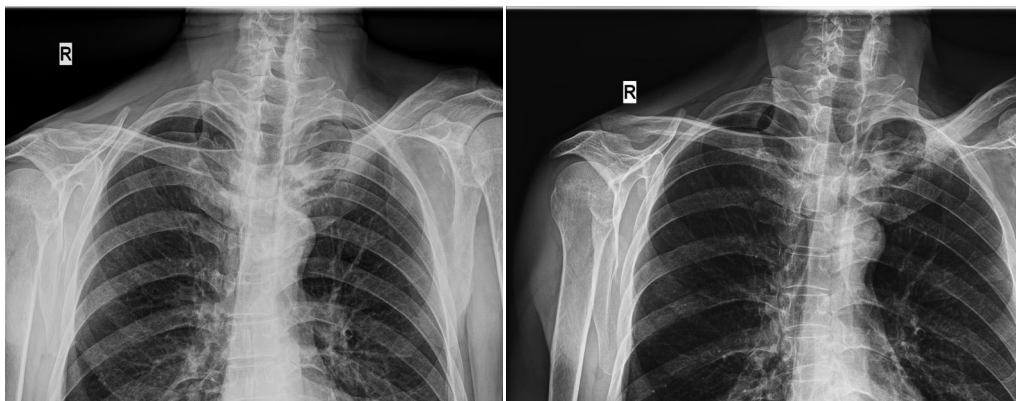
Radiografie toracică: artrită sternoclaviculară, leziuni mixte și osteită 1/3 medie clavicula stângă
